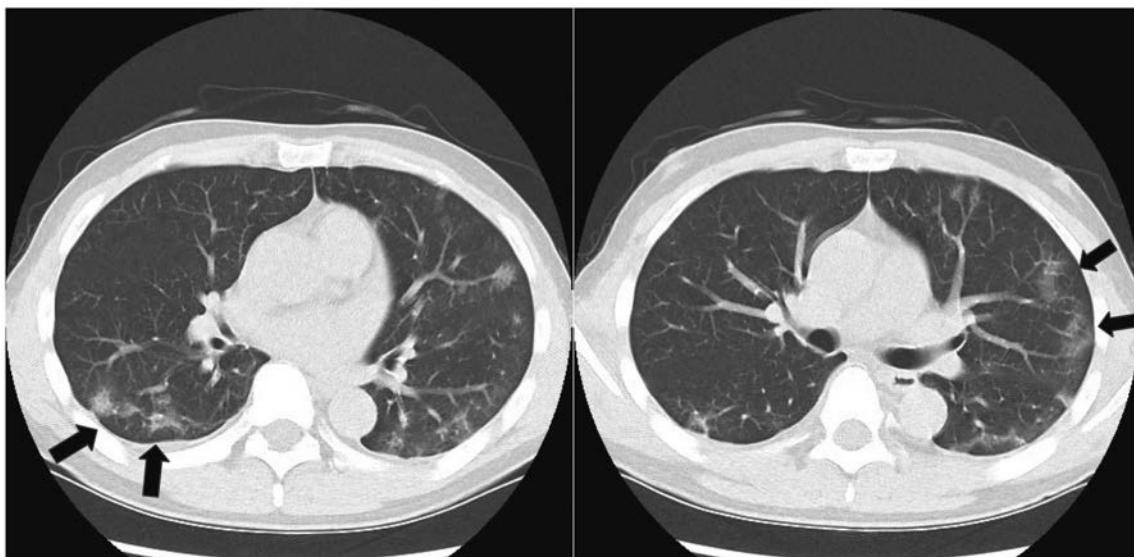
第9病日のCT所見（両側胸膜直下に多発する浸潤影（矢印）を認めた。）
